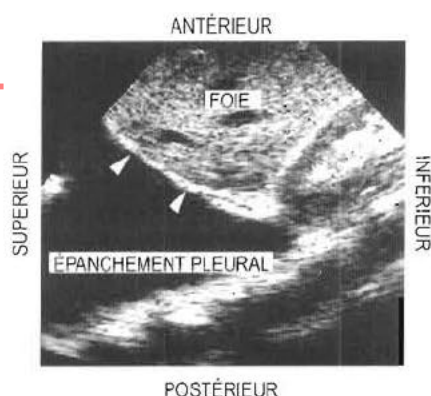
Épanchement pleural en échographie : les têtes de flèches montrent la position du diaphragme.
